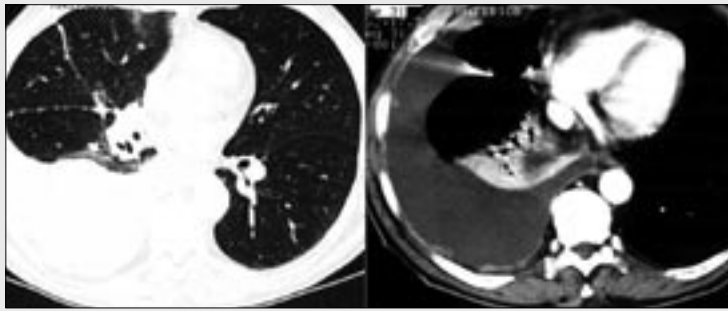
Non-enhanced and contrast enhanced chest CT, metastatic involvement of the pleura due to the lung carcinoma, malignant left-sided effusion with enhanced nodularities
